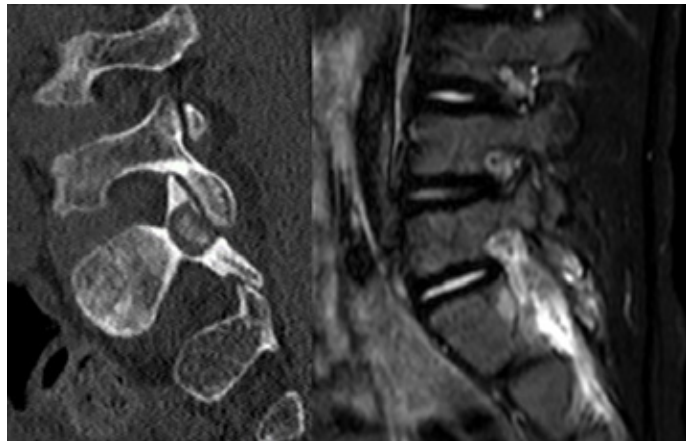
Aspect scanographique et IRM d'un ostéome ostéoïde de l'isthme droit de S1 chez une fille de 6 ans.
